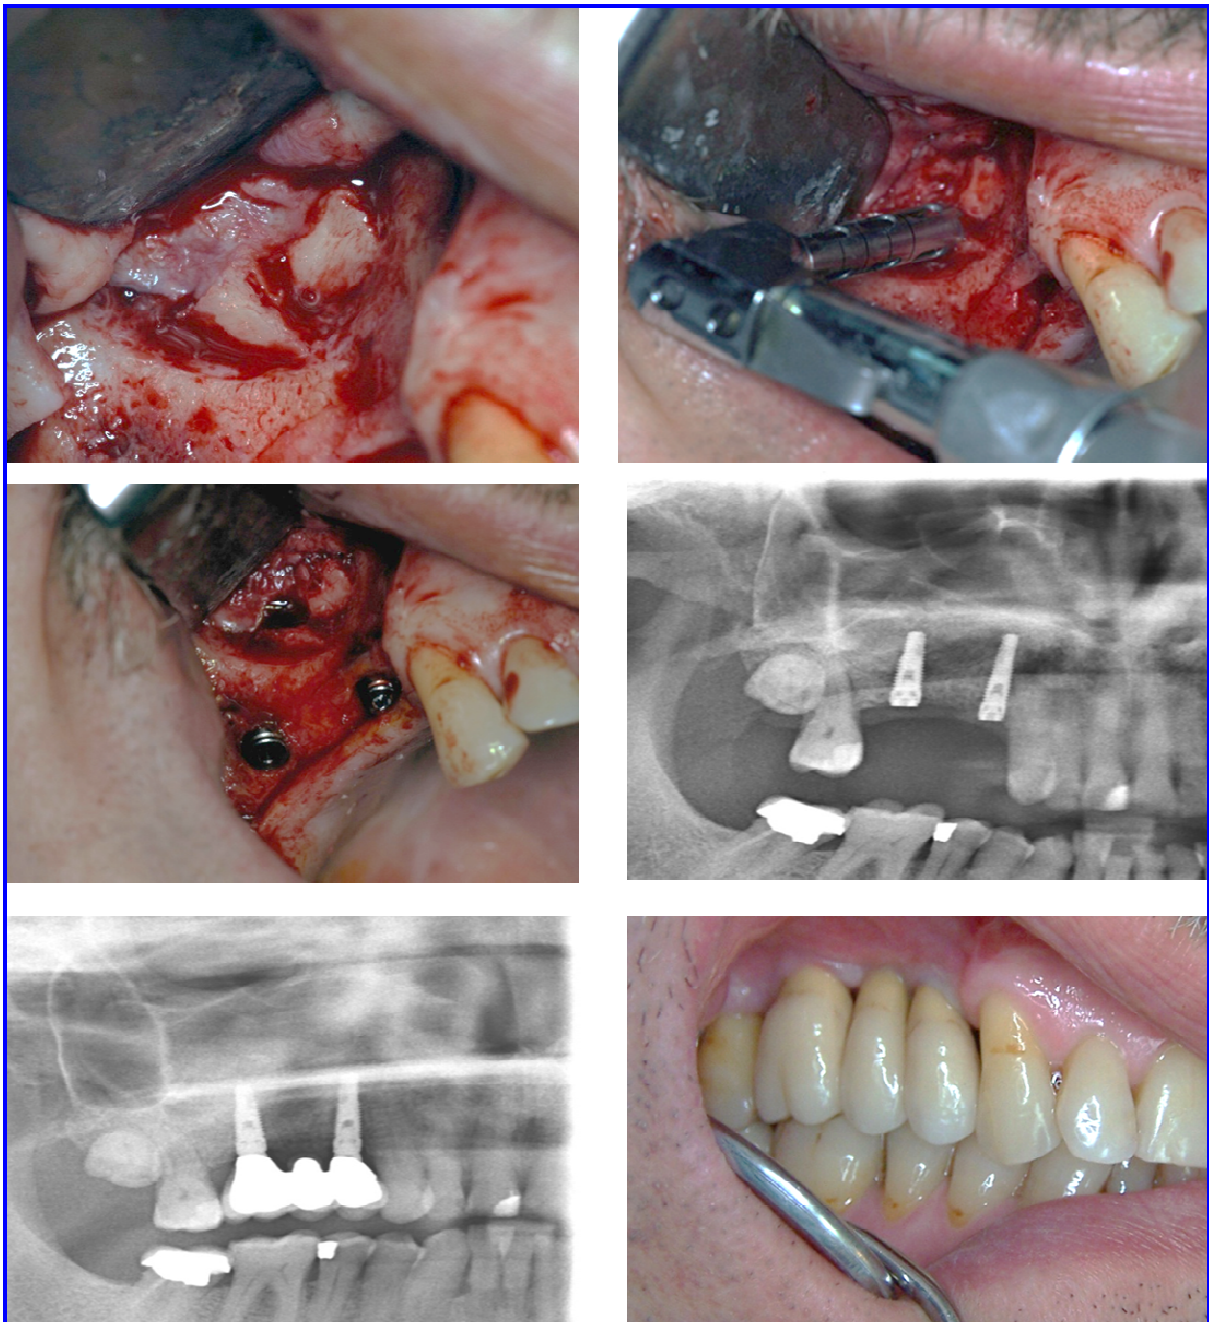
sequenze chirurgiche di rialzo di seno con chips ricavate da blocchi di cresta iliaca fresh frozen e risultato radiografico (TC) dopo 4 mesi di guarigione.
